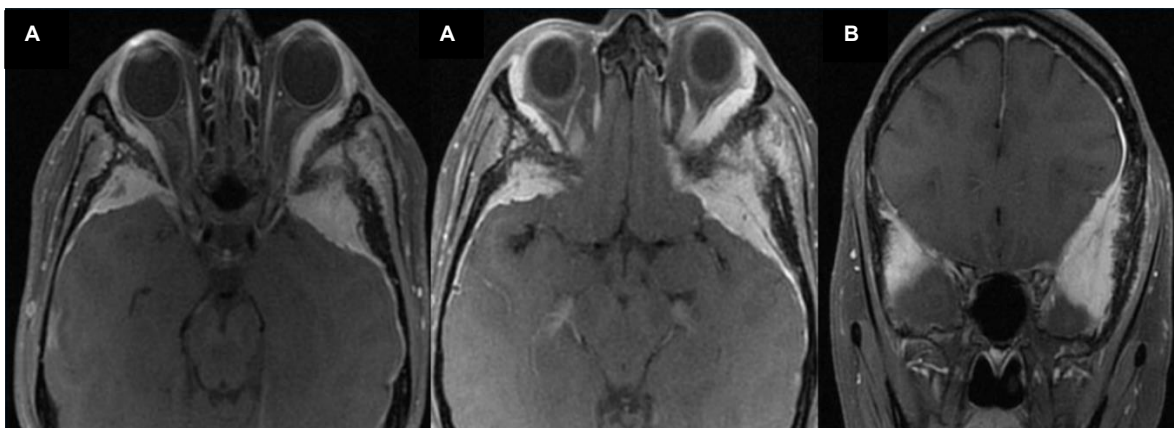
Resonancia magnética cerebral con contraste incluyendo diferentes secuencias. A. corte axial y B. Coronal, evaluando la base del cráneo y órbitas. Lesión expansiva intraósea en la base del cráneo, con afectación bilateral predominante en las paredes laterales de las órbitas, los esfenoides y el hueso frontal. Hipointensidad e isointensidad en T1 y T2 con realce heterogéneo tras la administración del gadolinio, compatible con un meningioma intraóseo primario. Extensión extradural con infiltración ósea y compromiso del compartimento extraconal bilateral, asociado a compresión del músculo recto lateral izquierdo. Ausencia de invasión evidente del parénquima cerebral, pero con afectación dural secundaria dada la morfología del realce en la región frontal y periorbitaria.
